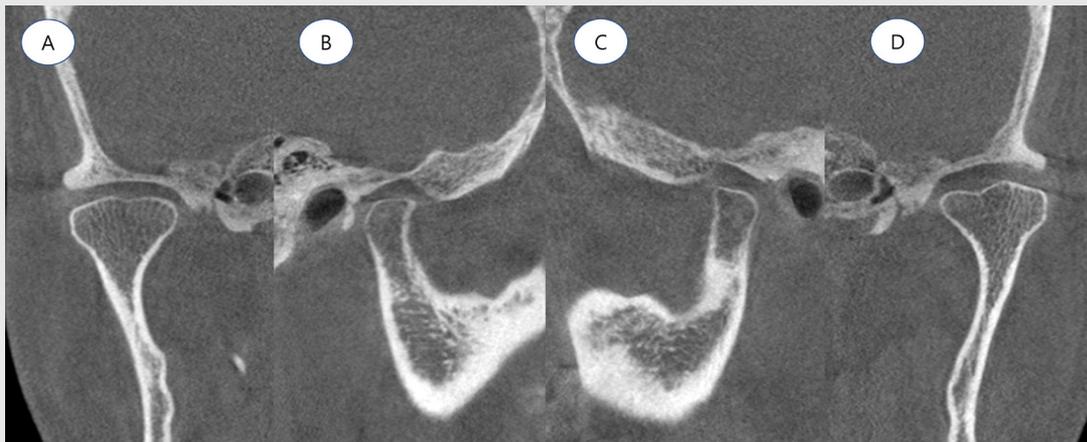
1년 경과관찰 후 촬영한 콘빔 컴퓨터 단층촬영 영상에서 좌, 우측 하악 과두의 골변화가 관찰되지 않음 A; 우측 하악 과두의 관상면, B; 우측 하악 과두의 시상면, C; 좌측 하악 과두의 시상면, D; 좌측 하악 과두의 관상면
